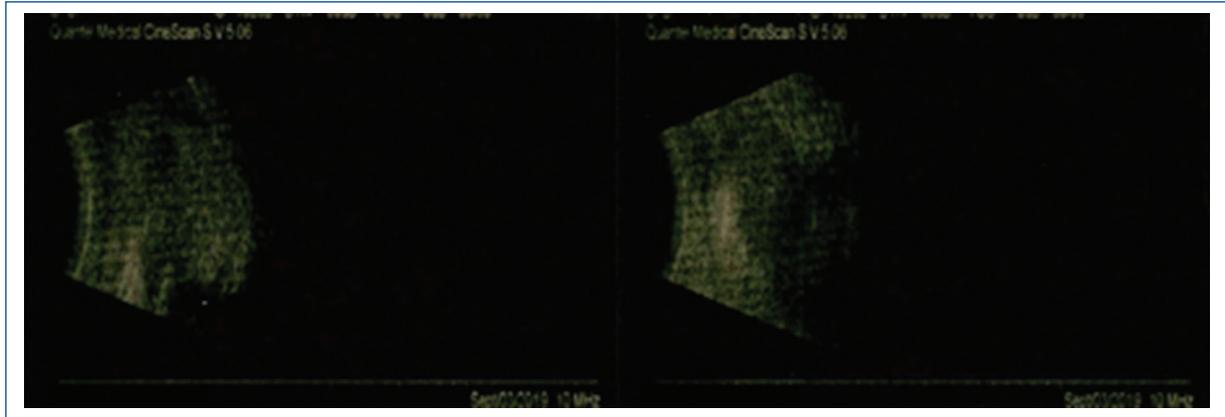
Ecografía orbitaria que muestra anoftalmos bilateral.
